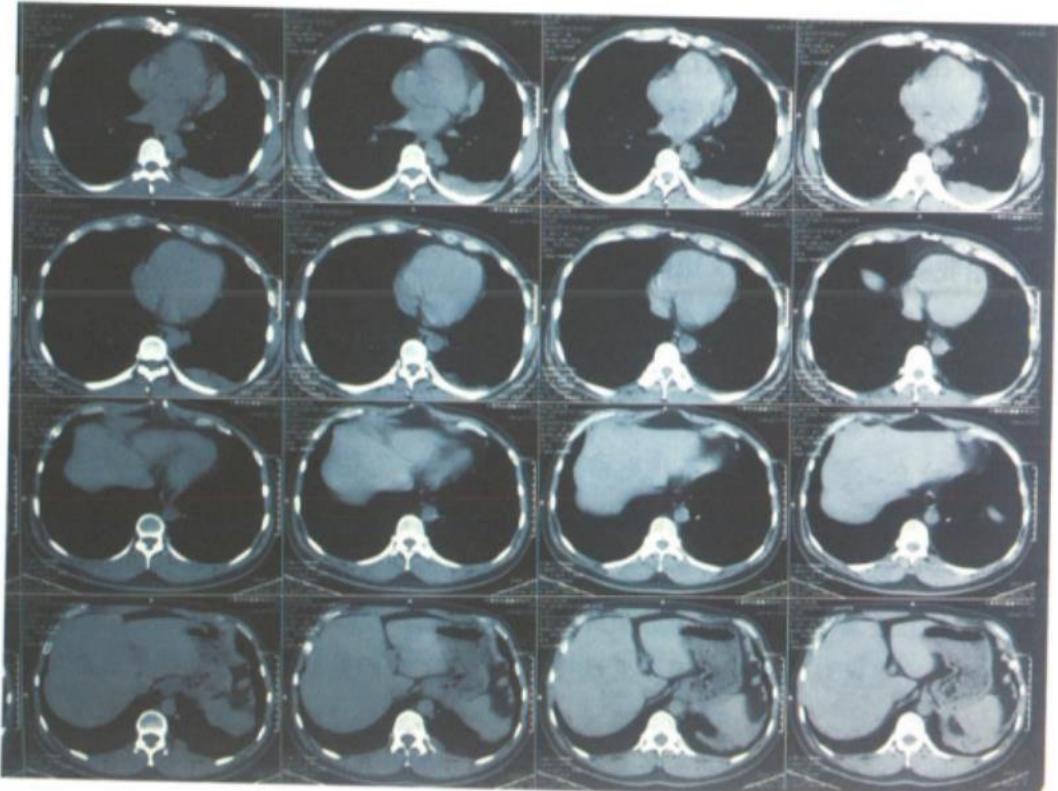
图 Z先生胸腹部CT显示：胸腺肿瘤稳定，与4个月前CT片比较，缩小2厘米，腹部包括肝脏，未见转移
